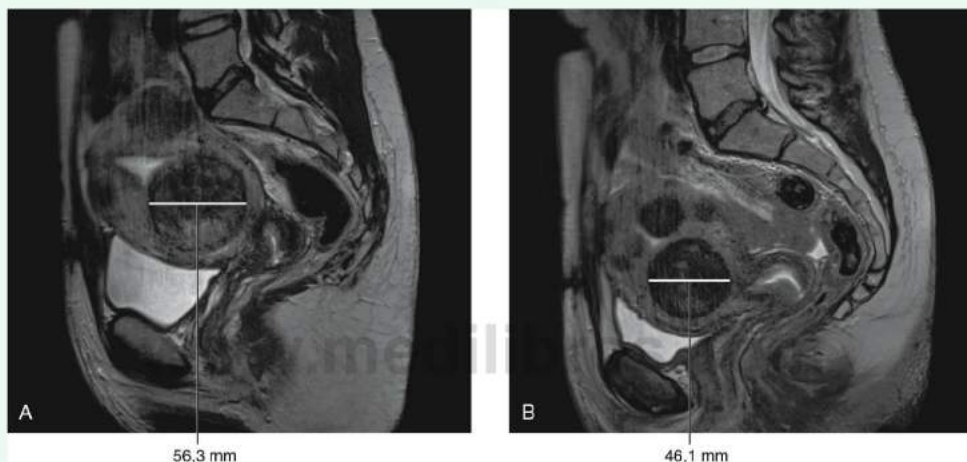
RM sagital de la cavidad pélvica. A. Medición de un mioma antes de la embolización de la arteria uterina. B. Medición de un mioma 6 meses después de la embolización. El tamaño del mioma ha disminuido.
